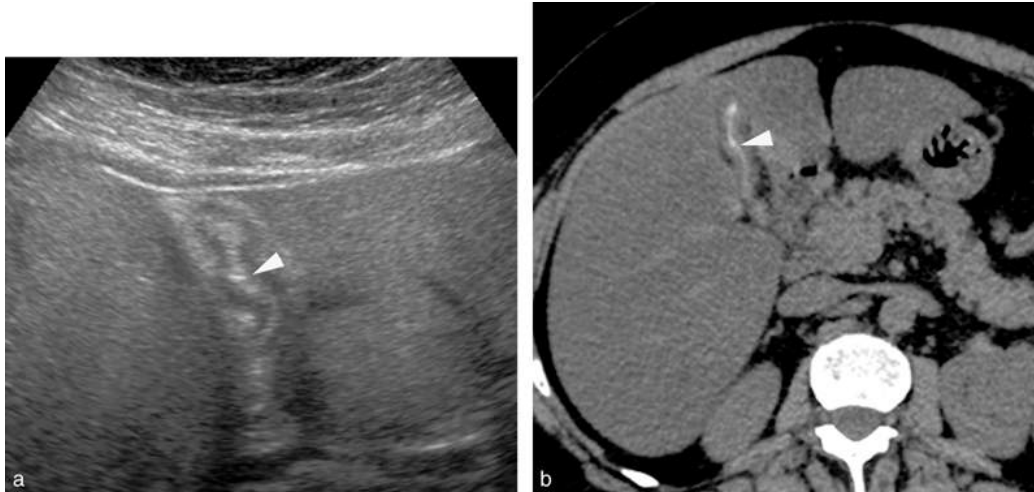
Échographie réalisée chez une patiente non à jeun pour dyspepsie.
